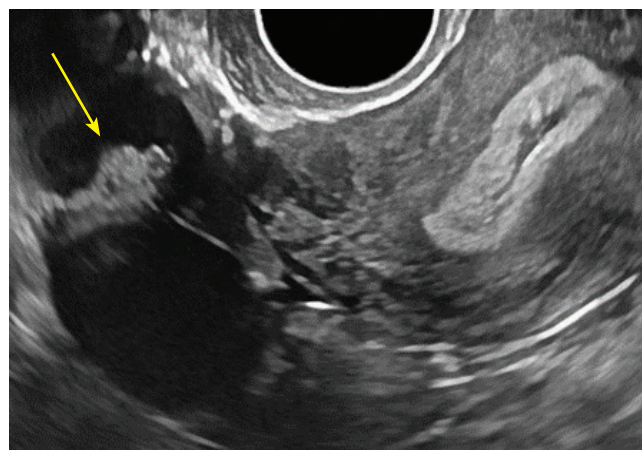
Ультразвуковая томограмма матки и опухоли яичника, стрелкой обозначены сосочковые разрастания
